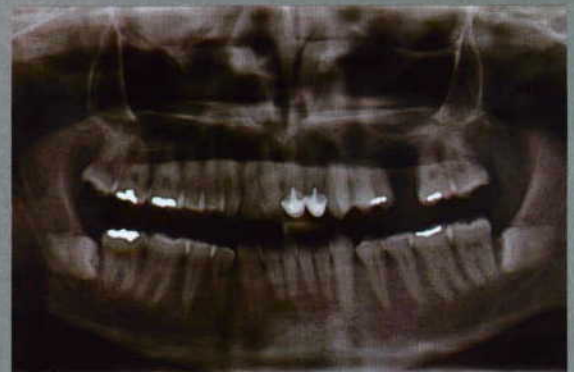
tif – Ortopantomografia inicial.
